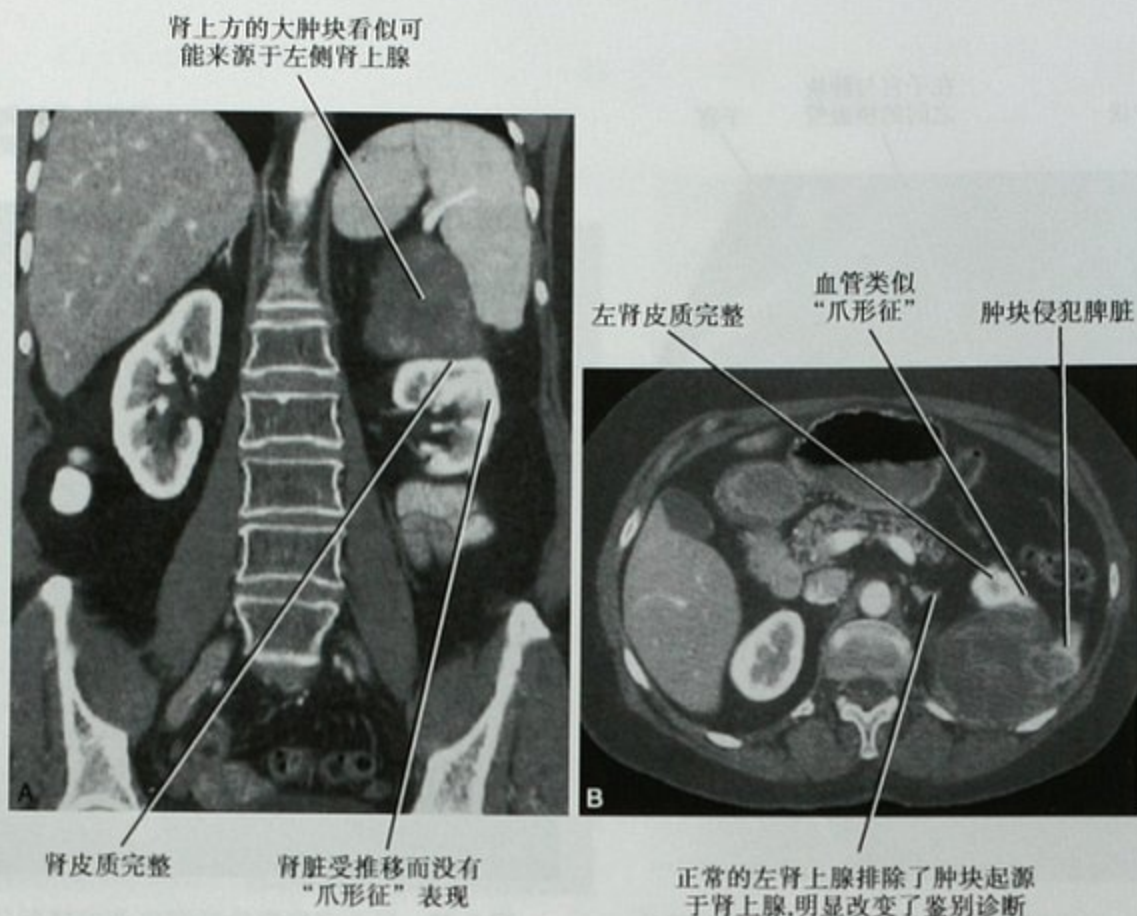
A. 肾上方黏液样脂肪肉瘤患者的增强横断位 CT 扫描冠状位重建图像; B. 同一患者的横断位增强 CT 图像显示正常左侧肾上腺, 排除了肿块起源于肾上腺
